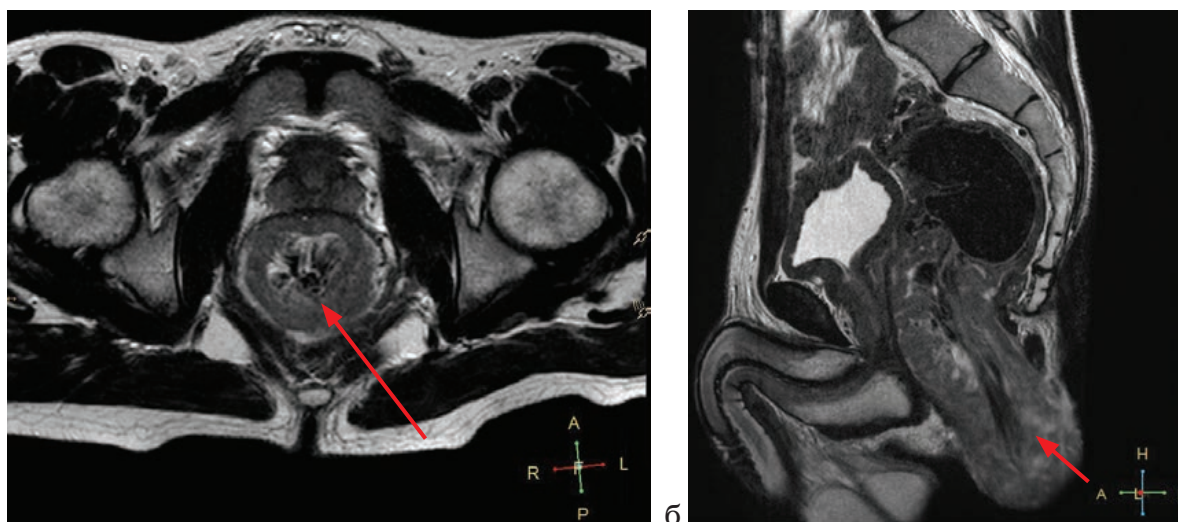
МРТ органов малого таза больного Р. а – аксиальная проекция, б – сагиттальная проекция. Стрелкой отмечено циркулярное утолщение внутреннего сфинктера
